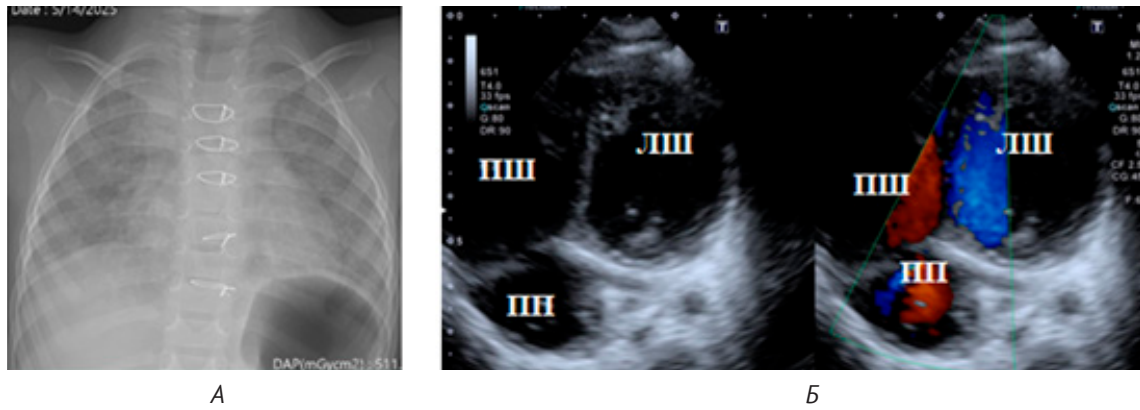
Післяопераційна рентгенографія та Ехо-КГ
